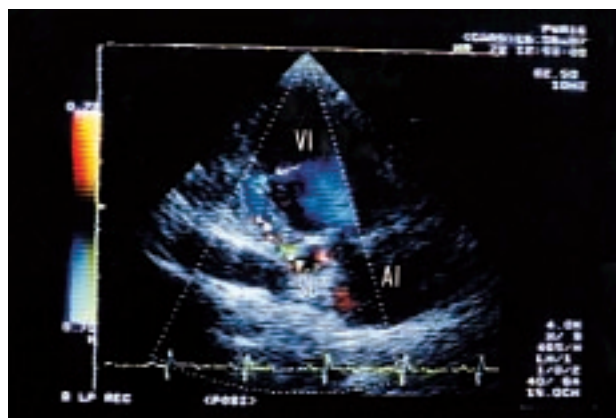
Imágenes del ecocardiograma transtorácico en proyección apical de dos cámaras, en modo 2D y Doppler color. En 2D se aprecia una cavidad en el miocardio ventricular (*), que se comunica con el ventrículo izquierdo (VI) a través de un orificio de entrada (flecha). Con Doppler color se observa que existe flujo desde el VI hacia el interior de esta cavidad, y que dicho flujo alcanza el seno coronario (SC), donde se hace más turbulento. AI: aurícula izquierda.
